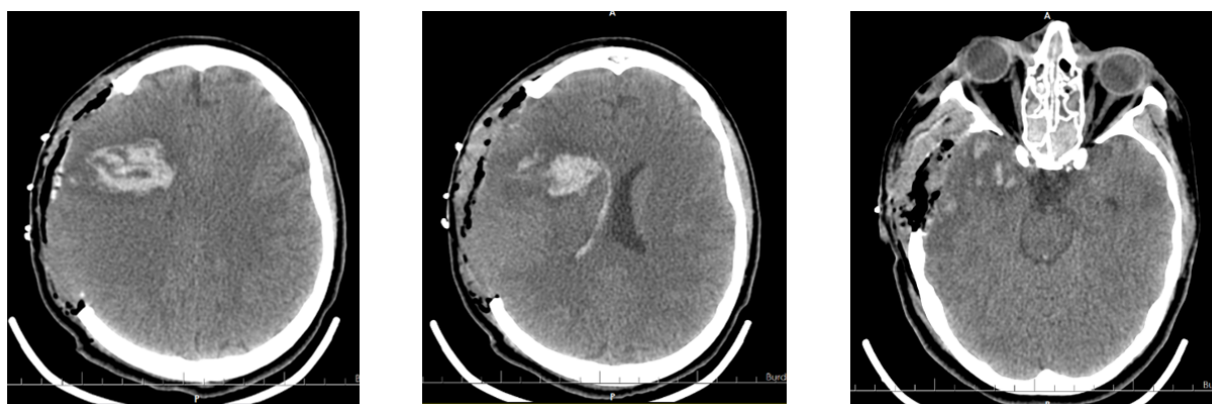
КТ после декомпрессионной трепанации черепа справа
